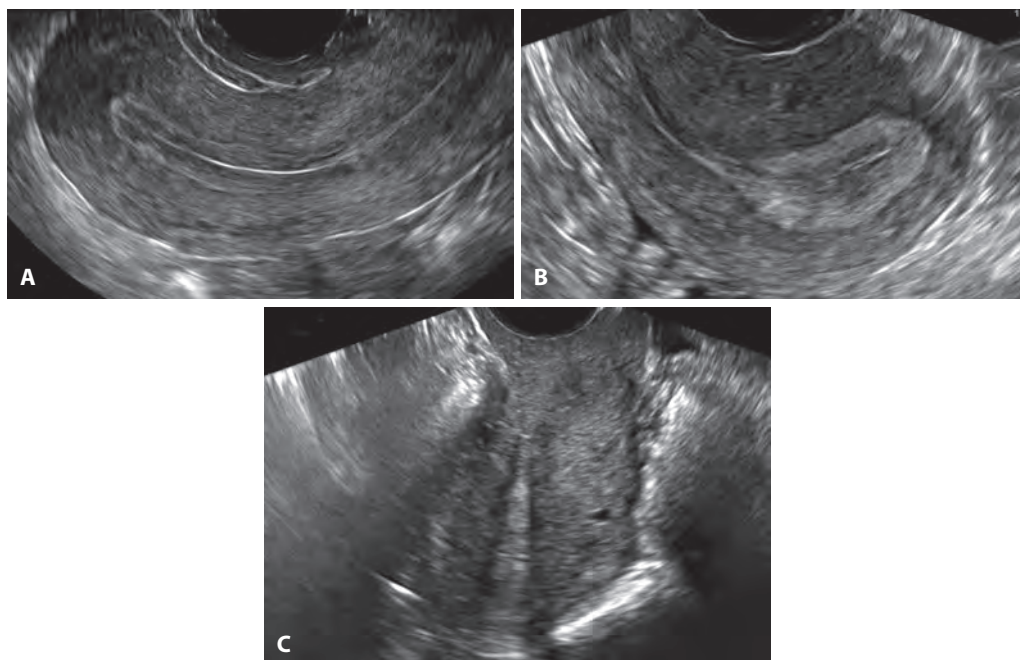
2 Трансвагинальное УЗИ. А. Нормальная матка в положении антеверсии (продольная плоскость). В. Аналогичный план, но матка в положении ретроверсии. Обратите внимание, что в обоих случаях тело матки находится под прямым углом по отношению к УЗ-лучу. С. Изображение матки в аксиальной плоскости: в такой ситуации ее сложно оценить трансвагинально, так как в вертикальном положении она находится вне плоскости прохождения УЗ-луча.
